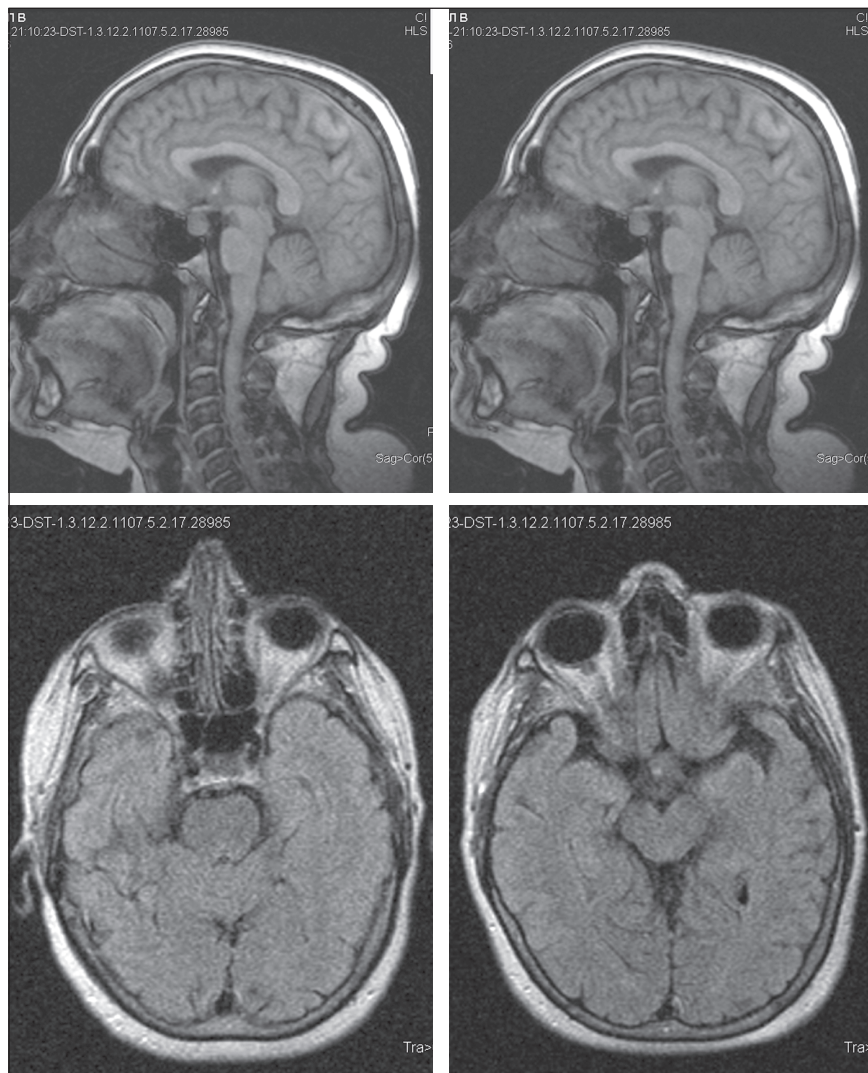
МРТ головного мозга больной Н.
